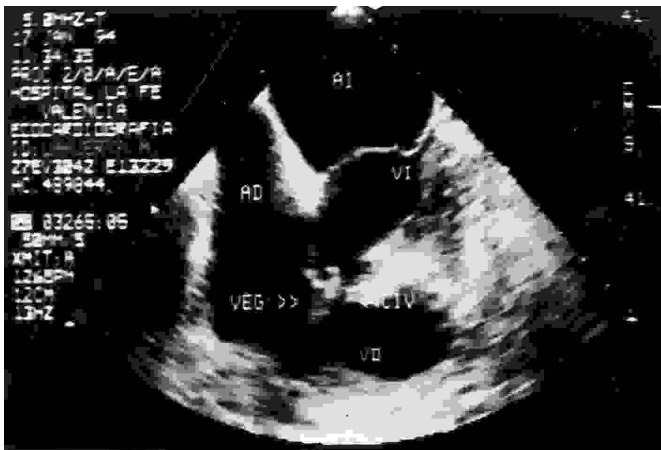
Ecocardiografía transesofágica: plano no estandarizado en el que se observa la vegetación a nivel de la vertiente ventricular derecha de la CIV. (AI: aurícula izquierda, AD: aurícula derecha, VI: ventrículo izquierdo, VD: Ventrículo derecho, VEG: vegetación, CIV: comunicación interventricular).
